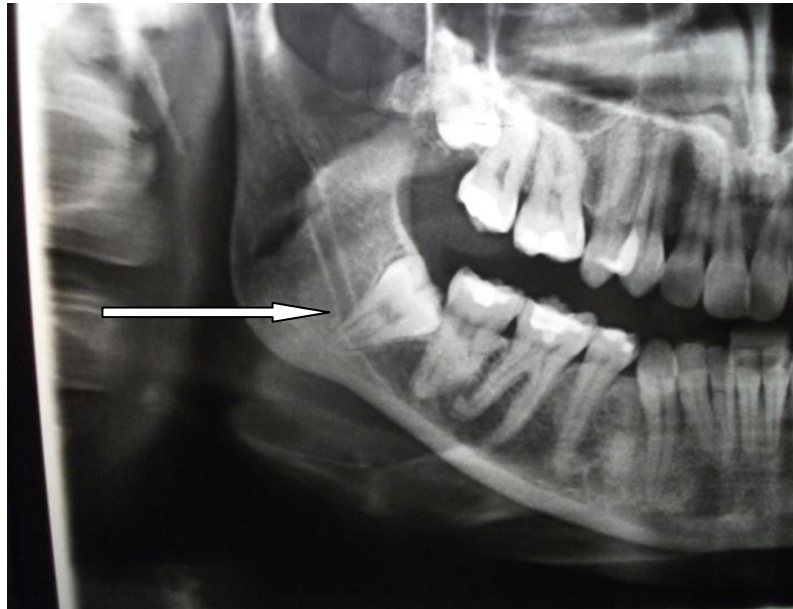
Radiografía de un tercer molar inferior retenido cuyas raíces están relacionadas con el nervio dentario inferior
